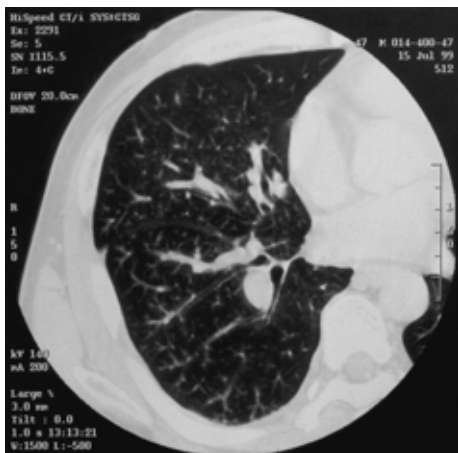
High-resolution CT showing dilatation of the peripheral pulmonary arteries.
